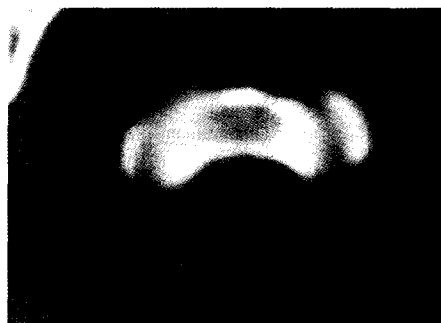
CT 扫描两侧块下关节面位置不对应,左右水平移位
